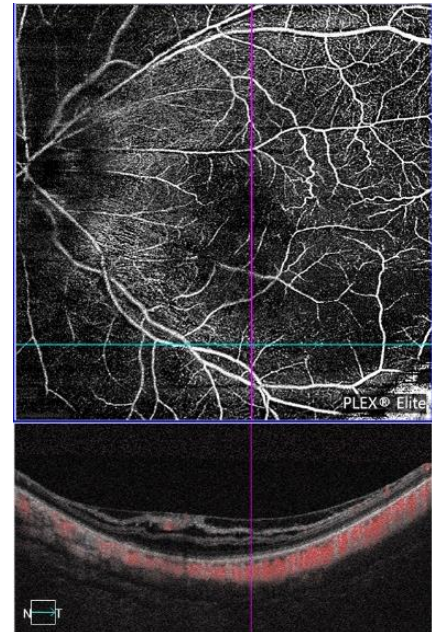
Imagen de OCTA 9x9 mm en un ojo izquierdo con RM mixta. A: Las guías señalan el sitio de la RM. B: Se observa la separación de las capas internas y externas de la retina.
